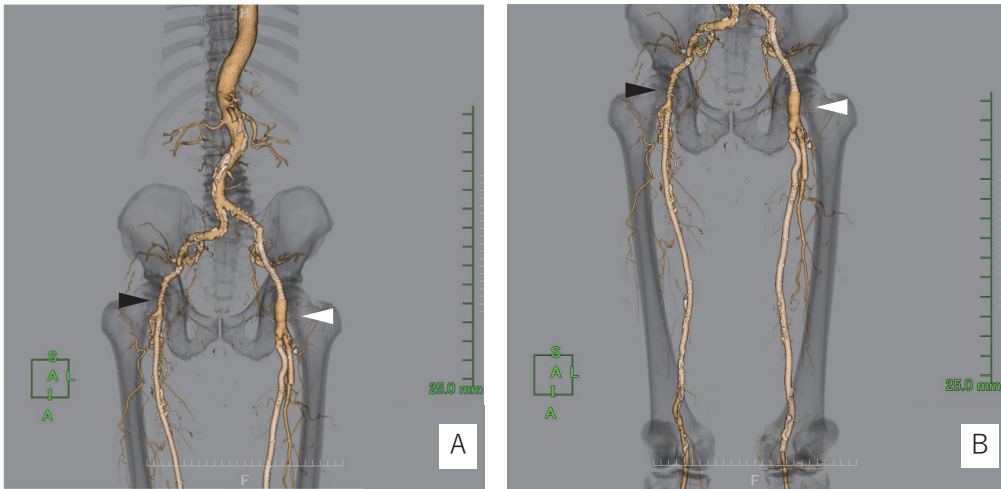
術後造影CT (A: 腸骨動脈, B: 大腿動脈)
